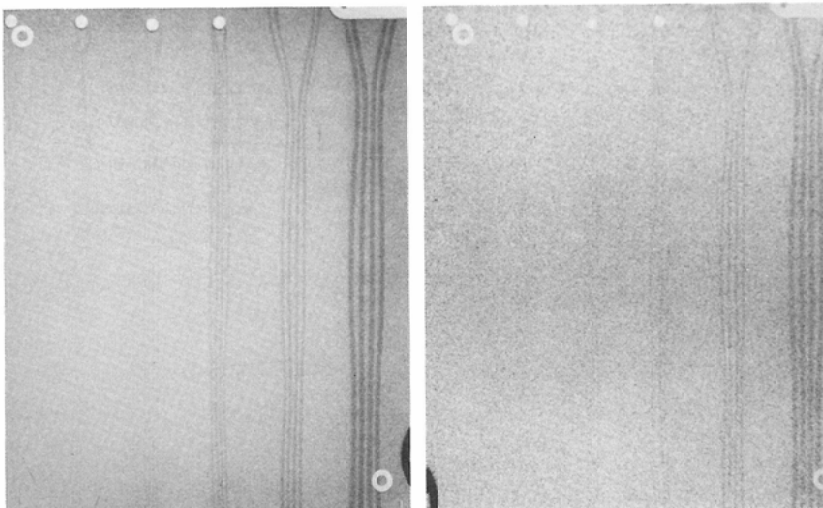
Resolution of imaging plate. Iodine concentration 4%: Conventional X-ray dose (left) 0.99mm: 1/8 dose exposure (right) 2.08mm
